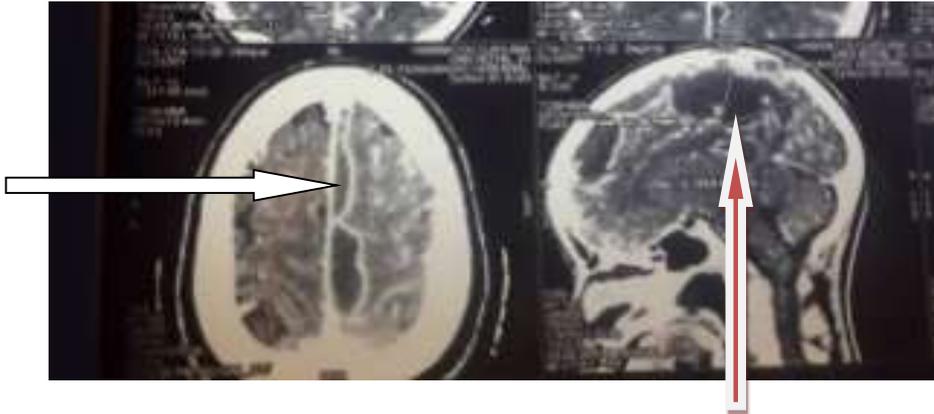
Images TDM en coupes axiale et sagittale montrant collection fronto-pariétale
